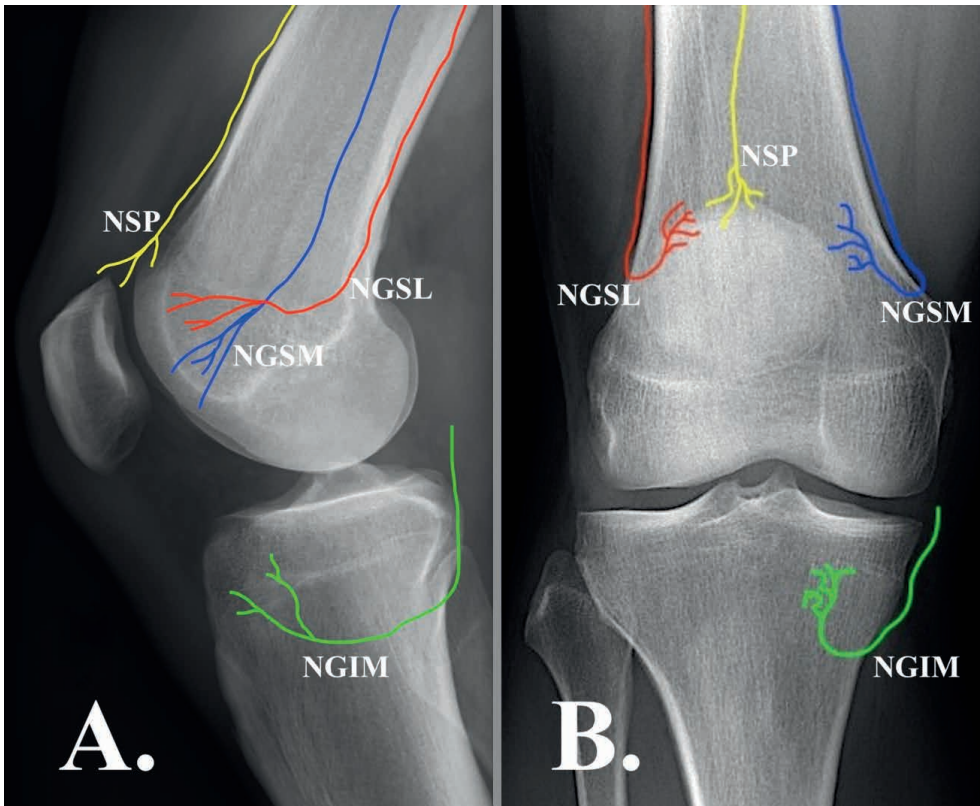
Os quatro principais ramos geniculares alvos para tratamento ablativo com radiofrequência. A. Radiografia em incidência perfil B. Radiografia em incidência anteroposterior. Nervo genicular superior lateral (NGSL); nervo genicular superior medial (NGSM); nervo genicular inferior medial (NGIM); Ramo genicular médio ou ramo suprapatelar (NSP).
